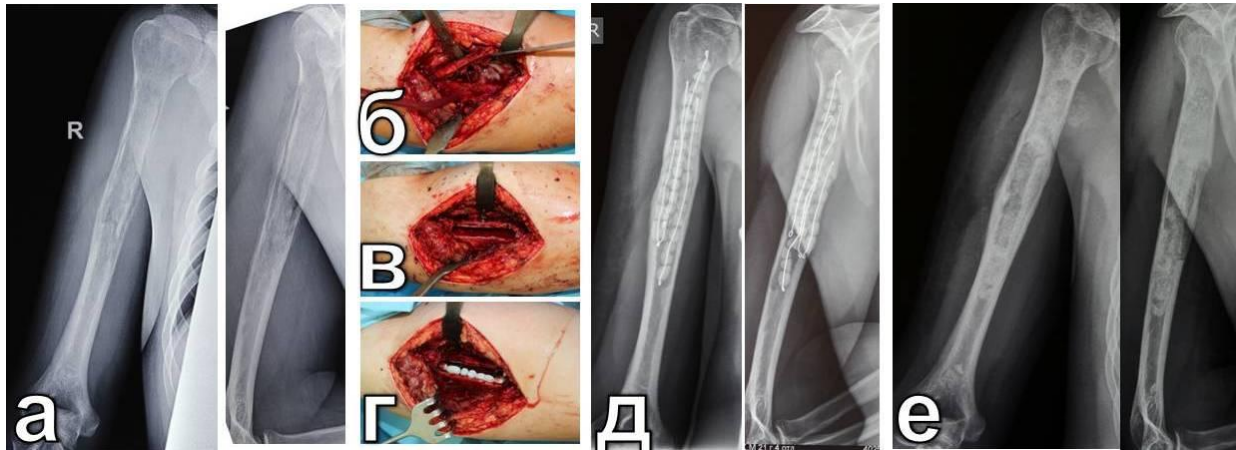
Фоторентгенограммы и интраоперационные фотоснимки двухэтапного лечения пациента А. с хроническим гематогенным остеомиелитом правой плечевой кости с использованием ТКФ-ГА, импрегнированным антибиотиком: а – до операции; б – очаг остеомиелита; в – остеотрепанационное «окно» после санации; г – заполнение костного дефекта спейсером в виде бус; д – после установки спейсера; е – после удаления спейсера и заполнения полости ТКФ-ГА
